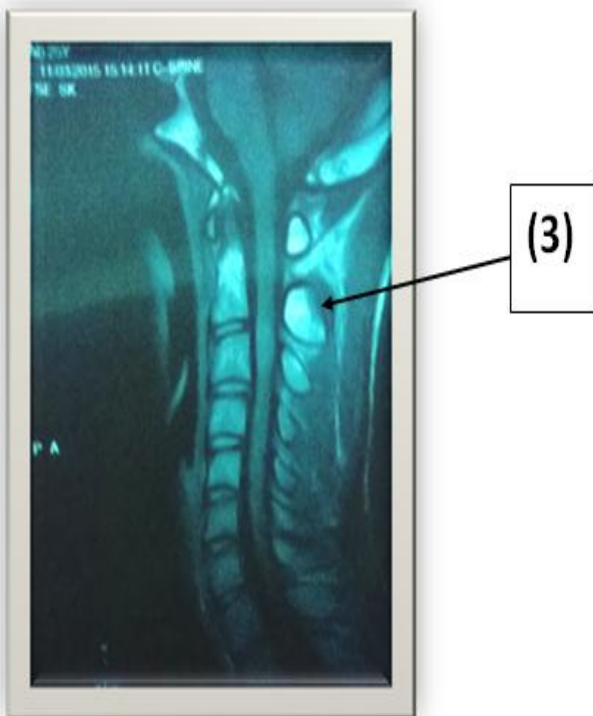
Cervical spinal MRI with intramedullary hyper signals at C2-C3 level
